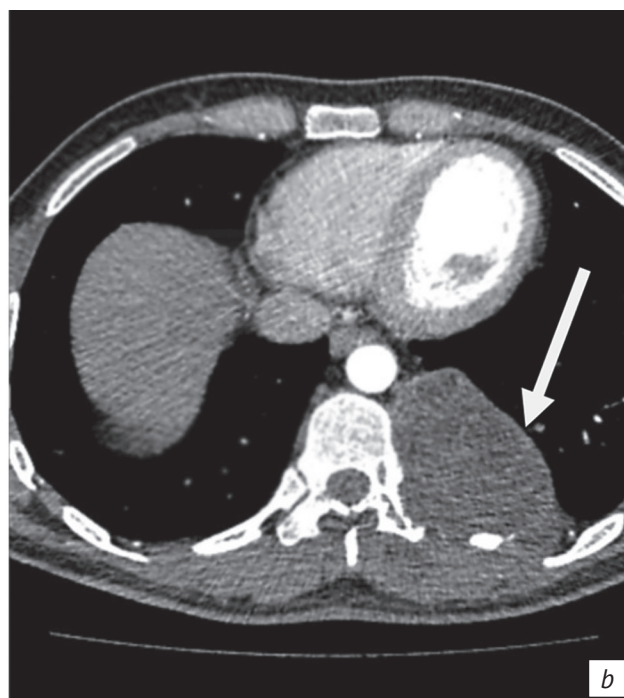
Аксиальные изображения МСКТ до и после внутривенного контрастирования. Паравертебрально в левой половине грудной клетки расположена многокамерная кистозная масса (стрелки) без накопления контрастного вещества, с признаками костной деструкции тела и правой дуги грудного позвонка:
